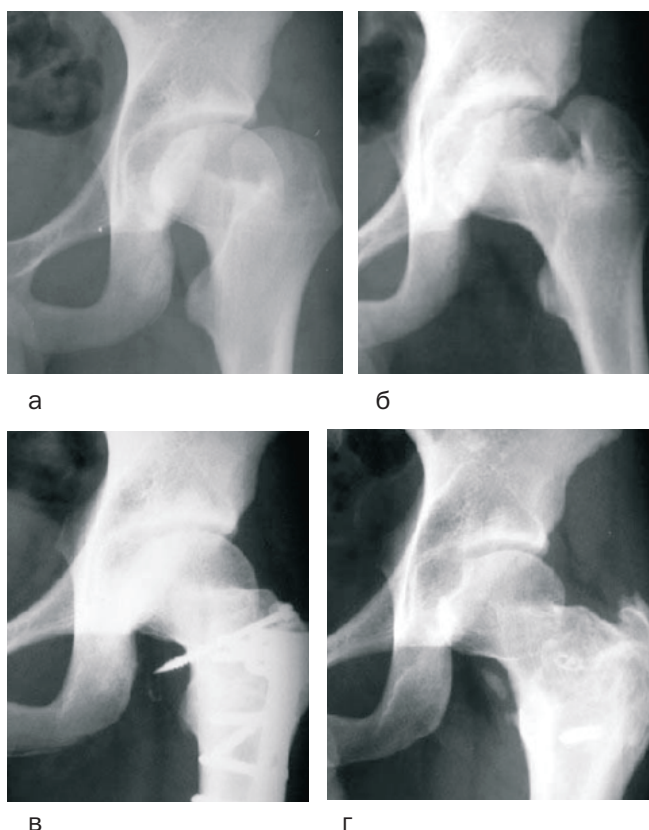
Рентгенограмма левого тазобедренного сустава больного Л., 15 лет: а) до операции – фас, б) до операции – с внутренней ротацией бедра, в) результат через 2 года, г) результат через 14 лет с момента операции.
